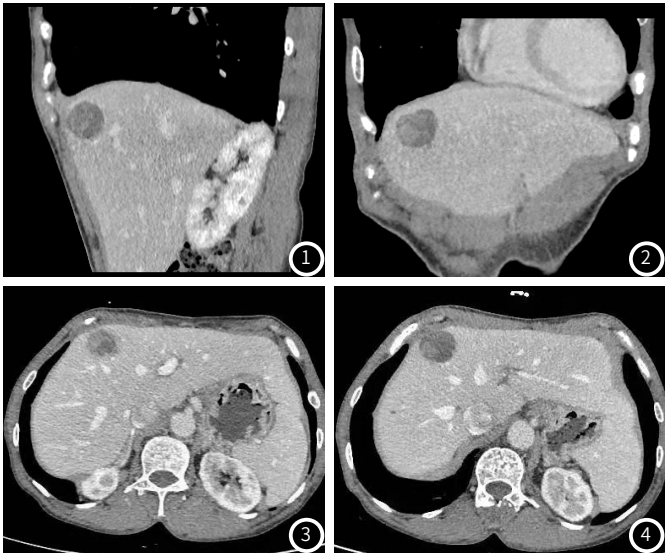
~图2 CT扫描见肝左叶类圆形低密度影。图3~图4 病灶中央及周边见轻度强化。
